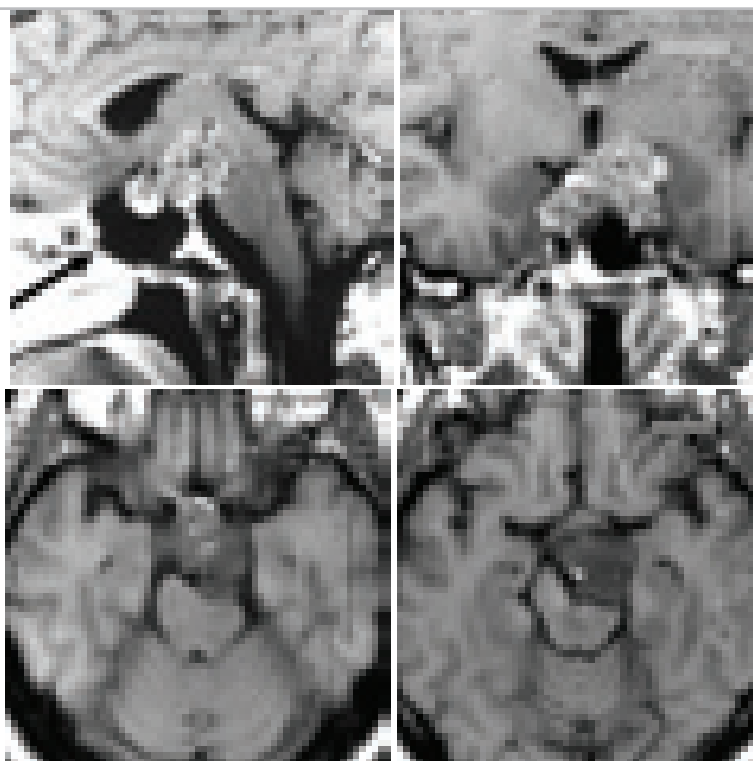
МРТ изображения больного с хордомой основания черепа. Больной О., 43 лет. T1-взвешенные МРТ. Опухоль поражает верхние отделы ската, спинку турецкого седла, распространяется в межножковую цистерну, сдавливает мост мозга. Стрелка показывает направление доступа.
